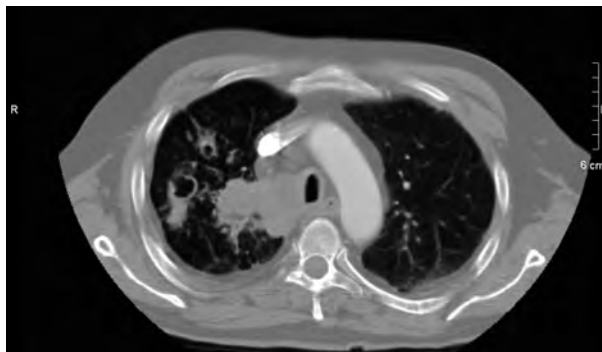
Tomografía computarizada torácica que muestra la presencia de una lesión cavitada en el lóbulo superior derecho y adenopatías parahiliares derechas.
